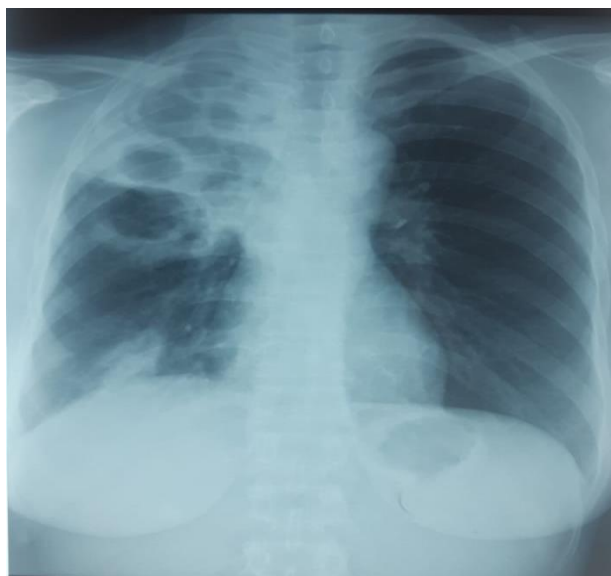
Radiographie thoracique de face de la maman objectivant des images d'excavations pulmonaires droites en rapport avec des cavernes de tuberculose pulmonaire
